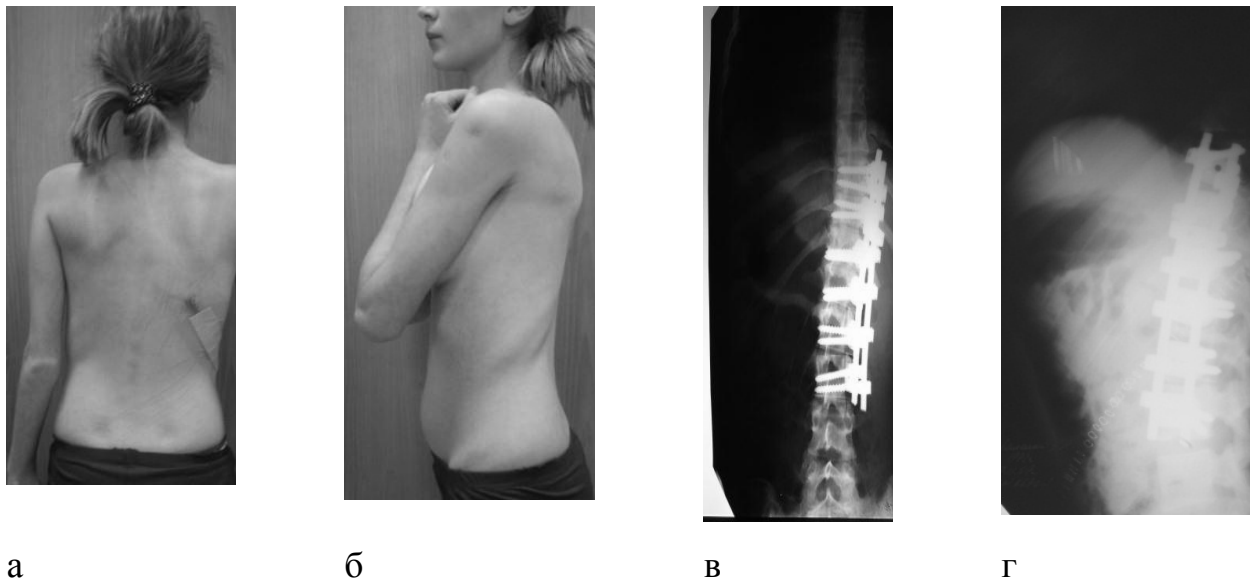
Пациентка К. 17 лет, после оперативного лечения: а, б – вид сзади и сбоку; в, г – рентгенограммы в прямой и боковой проекциях: остаточная величина левосторонней сколиотической дуги Th 11–L 4 = 3°
